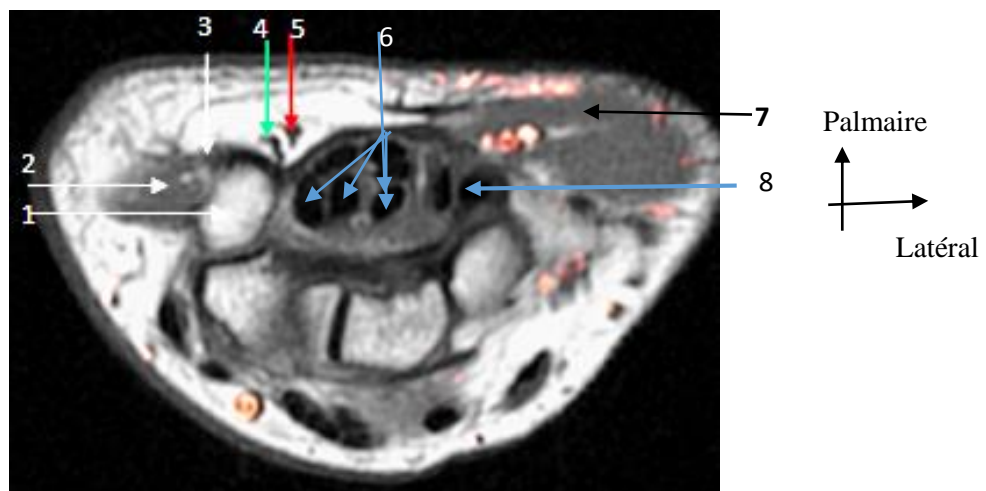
Image d'IRM du poignet droit. Une coupe axiale passant par la première rangée des os du carpe. Notons la présence du pédicule vasculo-nerveux ulnaires à l'entrée du canal ulnaire.
